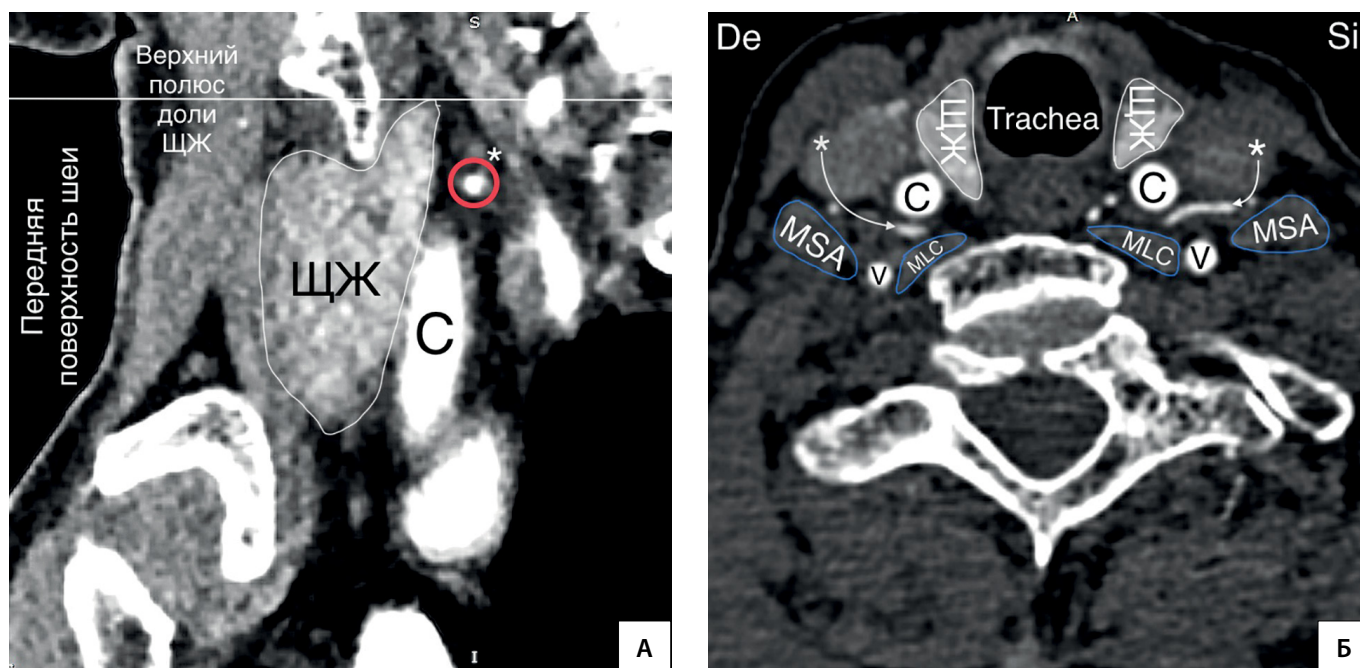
Колено НЩА располагается на уровне верхней трети доли ЩЖ. А — КТ-ангиограмма (сагиттальный срез); Б — КТ-ангиограмма (горизонтальная плоскость). * — колено НЩА; С — a. carotis communis; V — a. vertebralis; MSA — musculus scalenus anterior; MLC — musculus longus colli; De — dextra; Si — sinistra.
